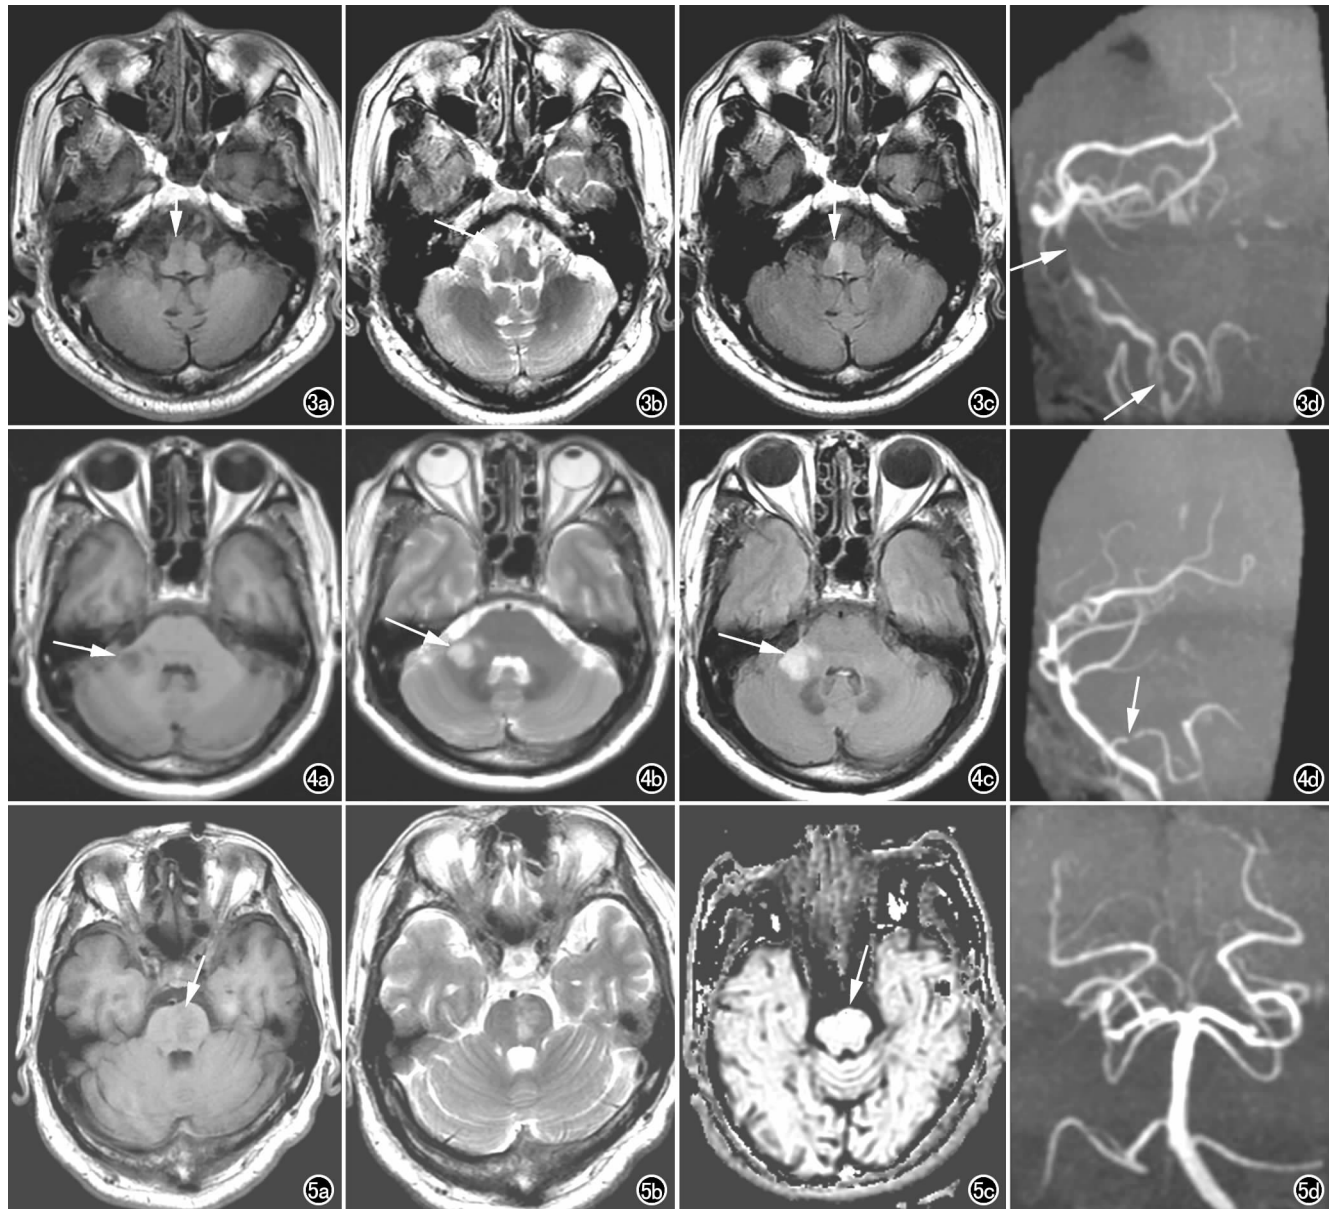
延髓旁正中梗死。a) 横轴面 T_1 WI 示延髓右侧中线旁信号减低(箭); b) 横轴面 T_2 WI 示病变呈高信号(箭), 右侧锥体束受累; c) 横轴面 T_2 -FLAIR 示病变呈高信号, 边缘清楚(箭); d) MRA 示右椎动脉远端与基底动脉远端局部信号明显减弱(箭)。
